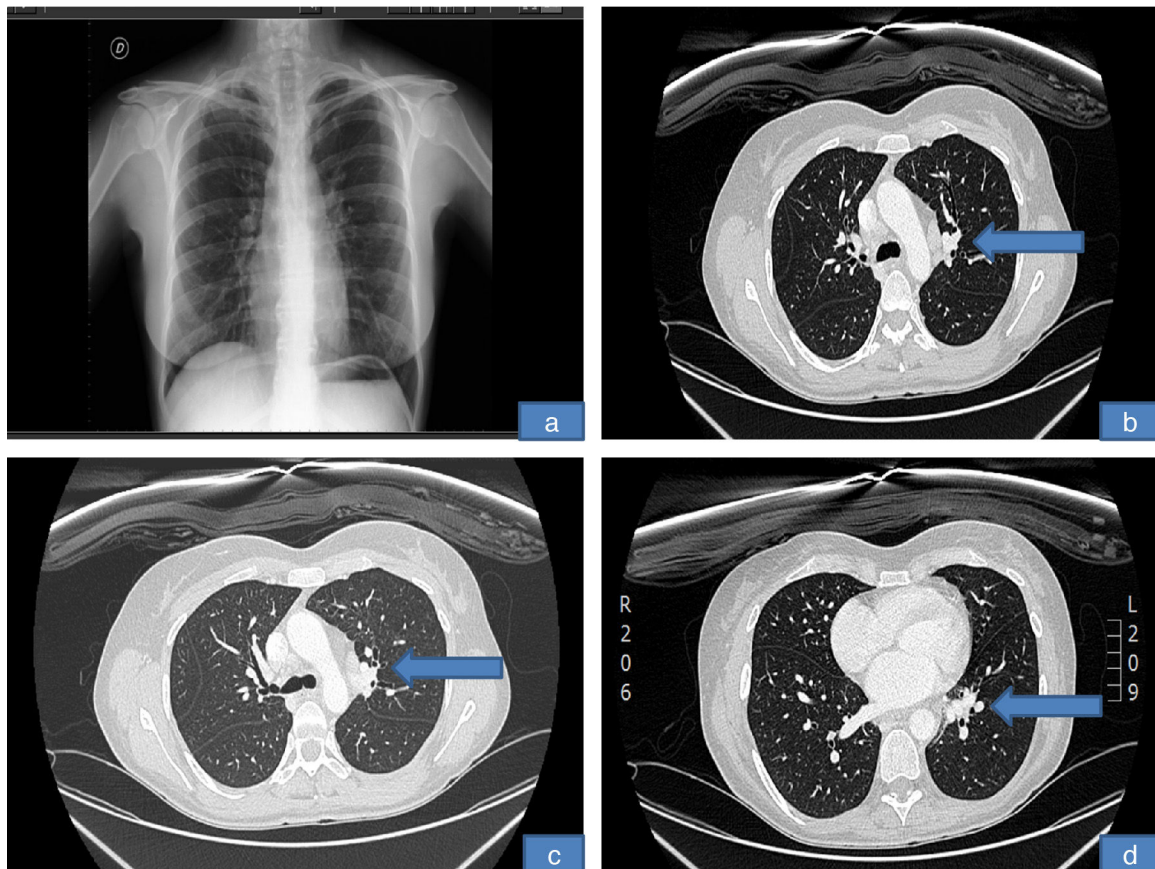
Radiología: a) Rx de tórax: normal; b-d) TAC de tórax: adenopatías hiliares izquierdas y conglomerado mediastínico necrótico compatible con TBC.
